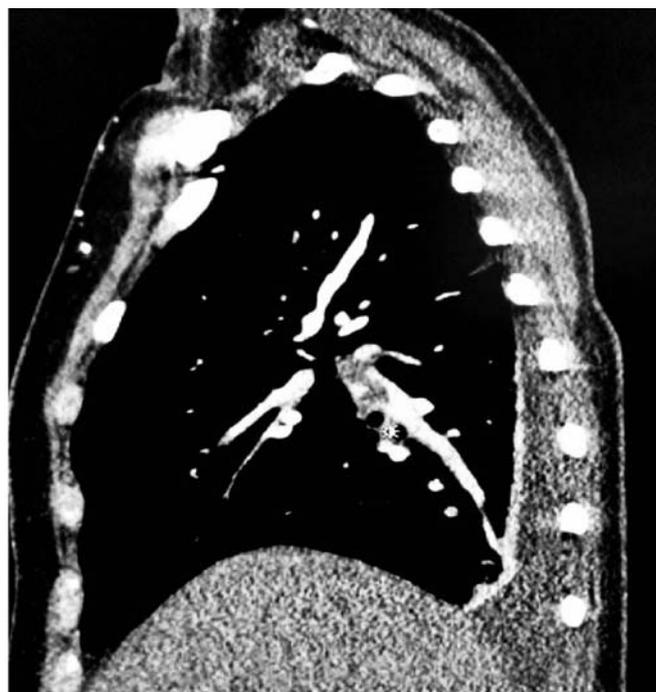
МСКТ органов грудной клетки с контрастированием: обеднение сосудистого рисунка на периферии левого легкого
